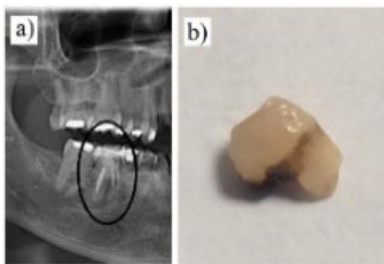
La imagen muestra la zona afectada a) radiografía, b) pieza fracturada
